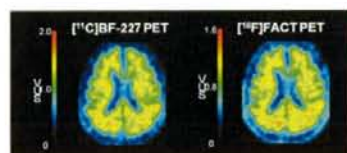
同一被検者（AD）における $[^{11}\text{C}]\text{BF-227}$  PET、 $[^{18}\text{F}]\text{FACT}$  PET 画像（上）と脳各領域における SUVr 値（投与後 20-40 分）の相関（下）
